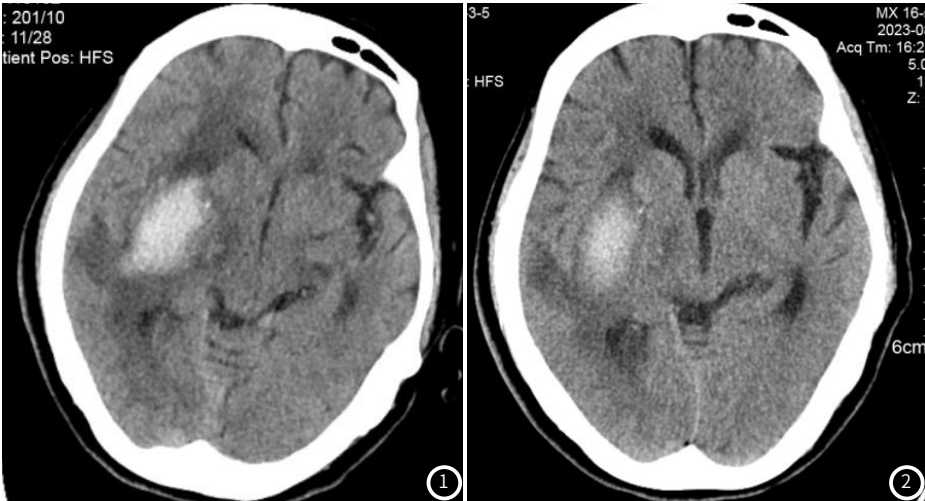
入院当天CT检查图像；图1：患者男，58岁，入院当天CT检查显示右侧基底节区脑出血；图2 治疗7d后CT复查图像；图2：支持疗法治疗7d后，复查CT显示右侧基底节出血较前明显吸收。
